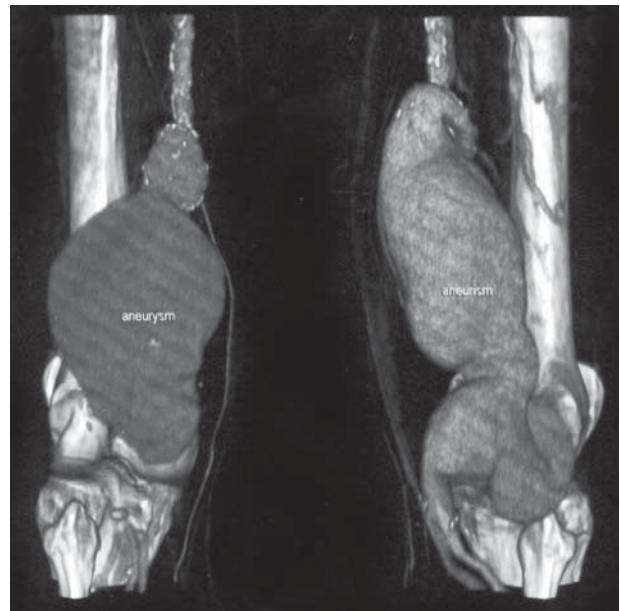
МСКТ зоны аневризм подколенных артерий
